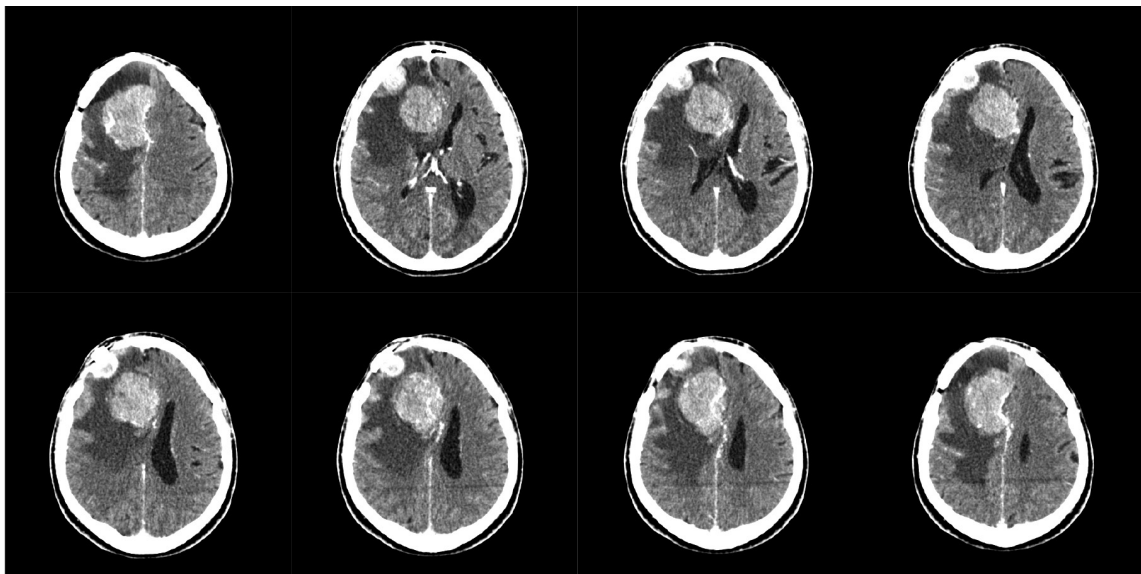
КТ головного мозга от 10.07.2014.
